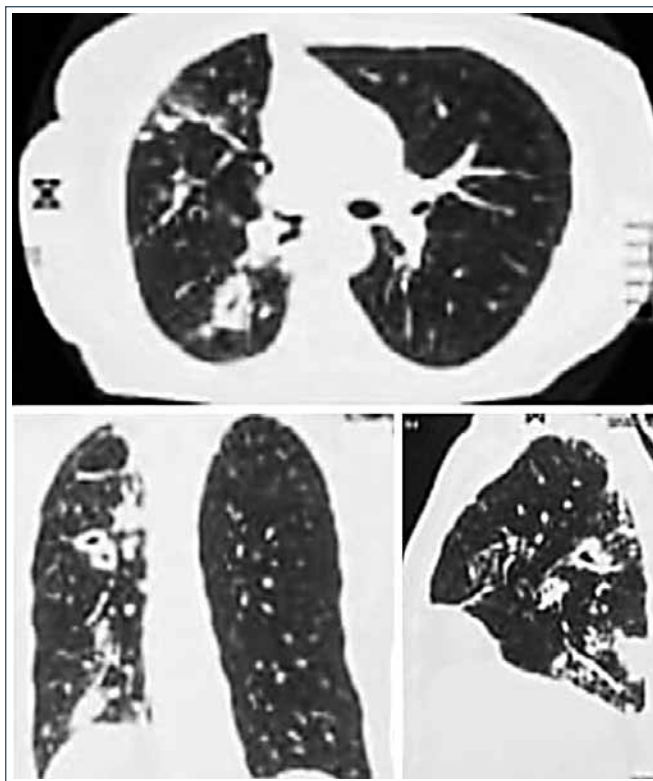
Компьютерная томография органов грудной клетки больной 86 лет (легочное окно, аксиальный, коронарный и сагиттальный срезы). В 6-м сегменте правого легкого визуализируется инфильтрат с полостями распада, дренируемые бронхом с множественными очагами отсева в окружающую легочную ткань и нижние отделы легких
